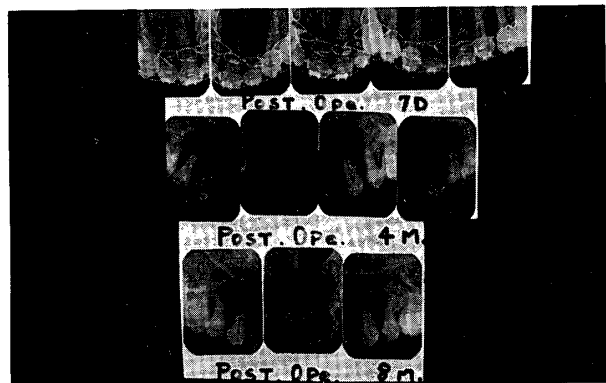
Dental roentgenogram: 7 days (top), 4 months (center) and 8 months (bottom) after treatment. にした。術後4ヶ月目には、X線写真にて人工的骨折線は認められるが、2|2間切歯の動揺は軽微となり咬合状態も良好であったので、segment上の各歯牙の接触点にダイレクトボンディングを用い暫間固定を施して、除去した。術後8ヶ月目のX線所見では、人工的骨折線は消失し、歯牙の動揺は全く認められなかった(Fig. 11)。歯髓の電気診断器に対する反応は、2の14週に始まり1の20週を最長として、全歯牙の知覚は徐々に回復した。前掲の側貌写真の如く、上唇の突出及びオトガイ減形成による鳥貌は著明に改善され、顔面下方1/3の調和の回復が特に顕著に認められた。これと同時に、口腔内をみると、咬合も全く正常に回復されていた。手術後の顎模型をみると、V字型を呈していた上
